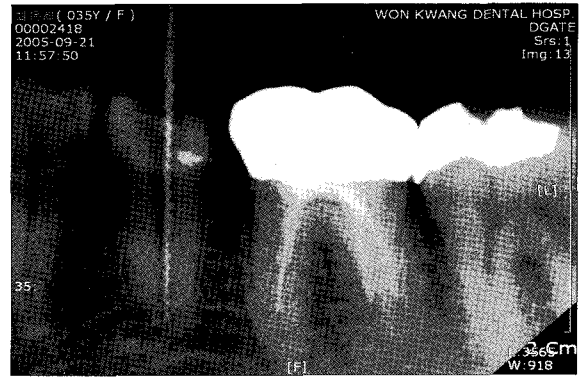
Periapical view for intracanal insertion of antibiotics.
